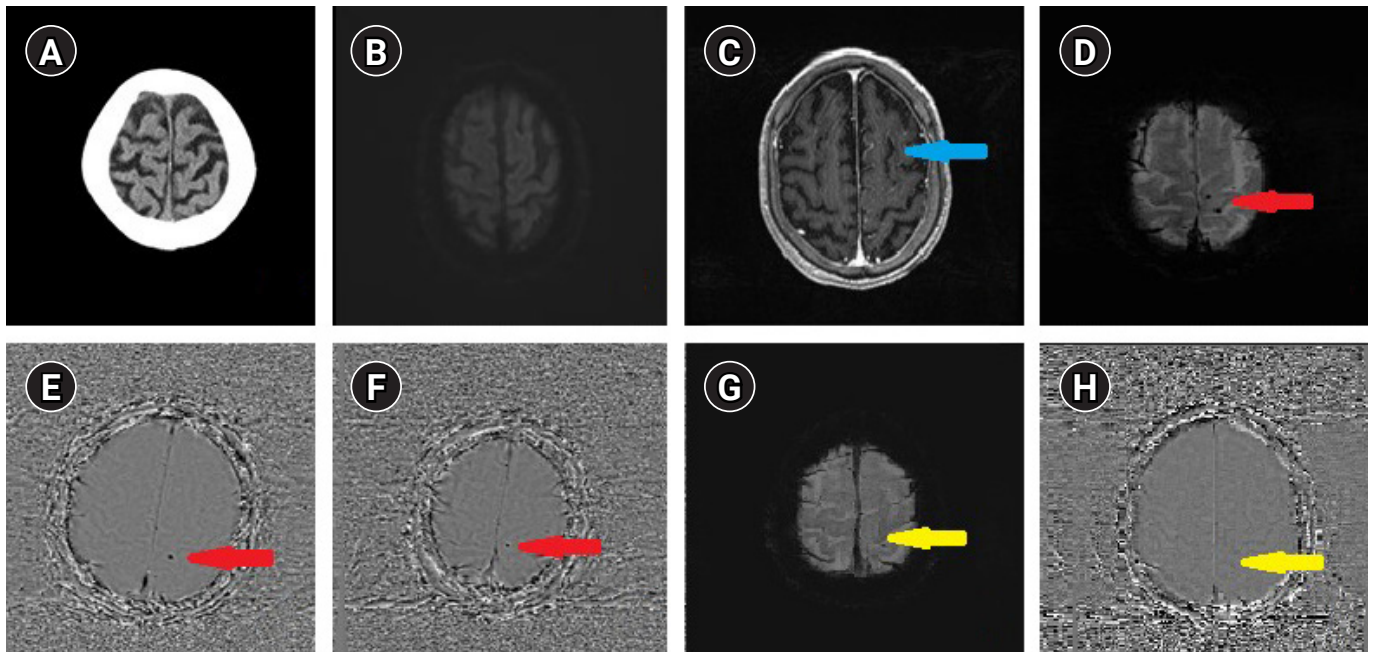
Initial brain computed tomography (CT) and magnetic resonance imaging (MRI). (A) Brain CT shows no signs of air embolism such as air density. (B) Diffusion weighted image demonstrates no acute lesion. (C) Contrast-enhanced T1-weighted MRI presents leptomeningeal enhancement (blue arrow) over the left cerebral convexity. (D-F) Susceptibility weighted magnetic resonance image (SWI) magnitude image and filtered phase image show two round shaped hypodense lesions (red arrows) in left precentral gyrus. (G, H) SWI magnitude image and filtered phase image which was performed 10 days later did not show two round shaped hypodense lesions (yellow arrows) in left precentral gyrus.
